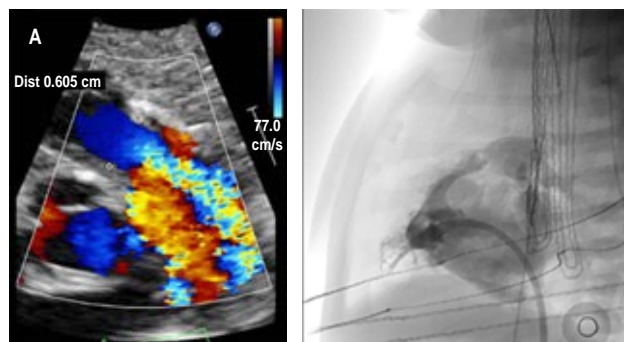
Ecocardiograma y angiografía previo a la valvuloplastia pulmonar.
